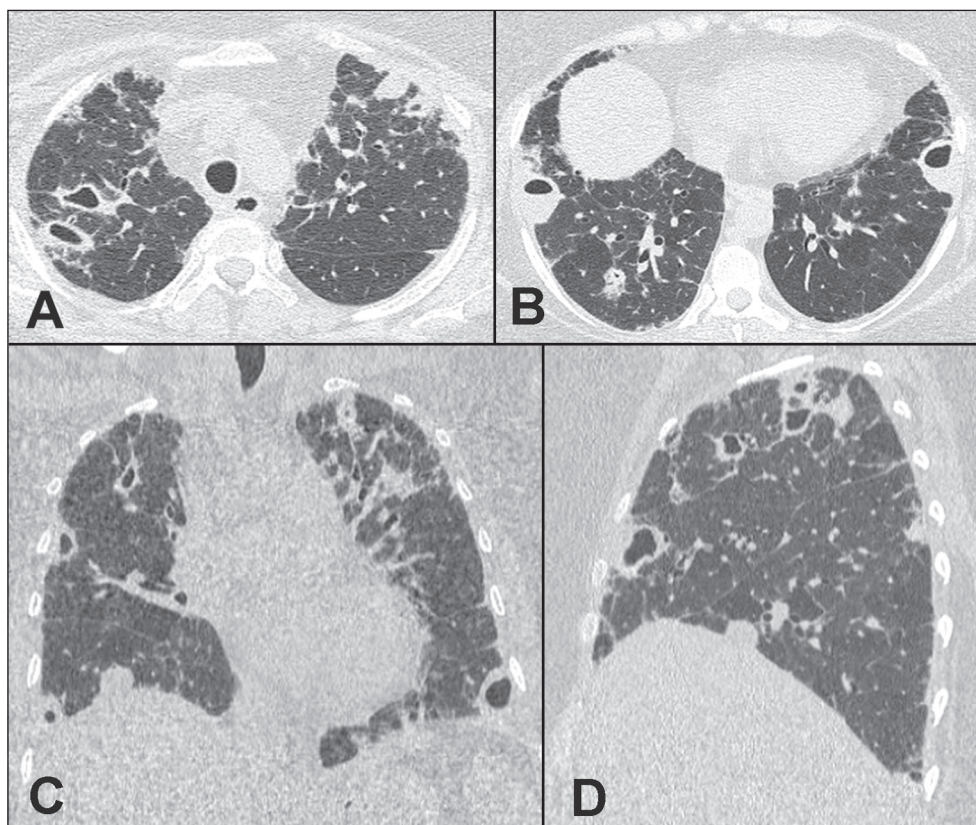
Tomografia computadorizada do tórax com cortes axiais (A,B), coronal (C) e sagital (D) mostrando múltiplas lesões nodulares com graus diferentes de escavação, algumas com níveis líquidos. Observar também discretas opacidades subpleurais, com reticulação.
